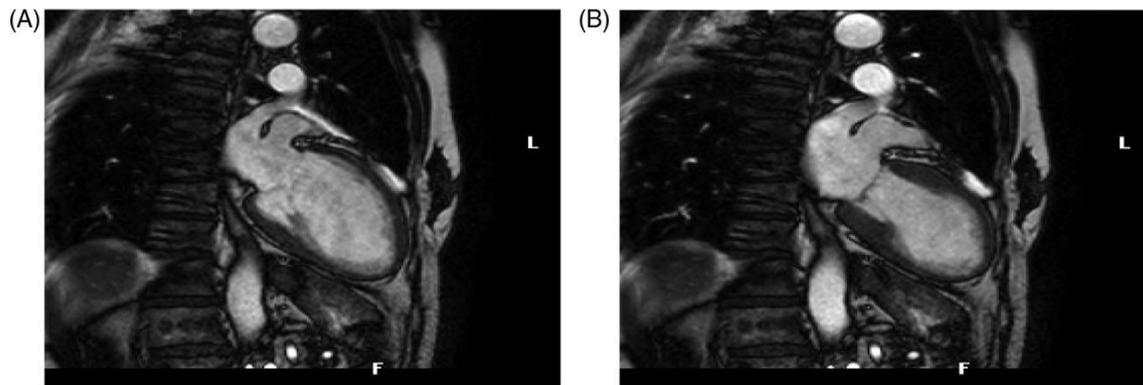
Resonancia magnética cardíaca de una paciente con miocardiopatía de Takotsubo.
